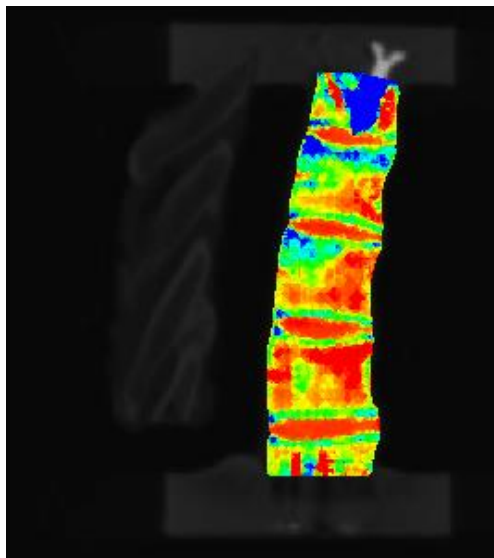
mappatura delle proprietà dei materiali in termini di modulo elastico su immagine CT del provino.
